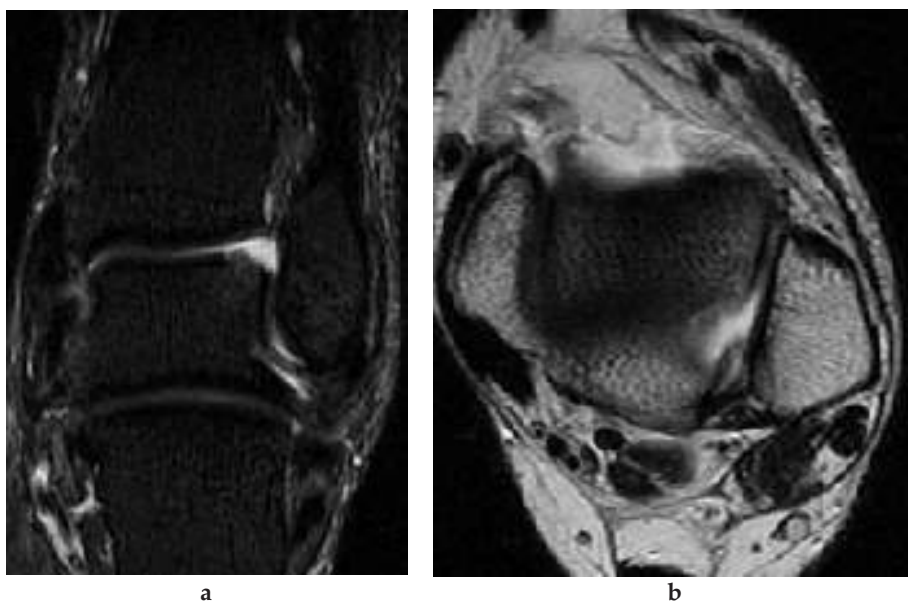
Frattura condrale del domo astragalico mediale. RM con sequenza coronale STIR (a) e sequenza assiale FSE-T2 (b) della caviglia. Entrambe le immagini dimostrano la presenza di un difetto della cartilagine di rivestimento del domo astragalico mediale con osso subcondrale intatto in seguito ad un evento traumatico in inversione della caviglia. la laterale con penetrazione di mdc iodato ed esposizione dell'osso subcondrale.
